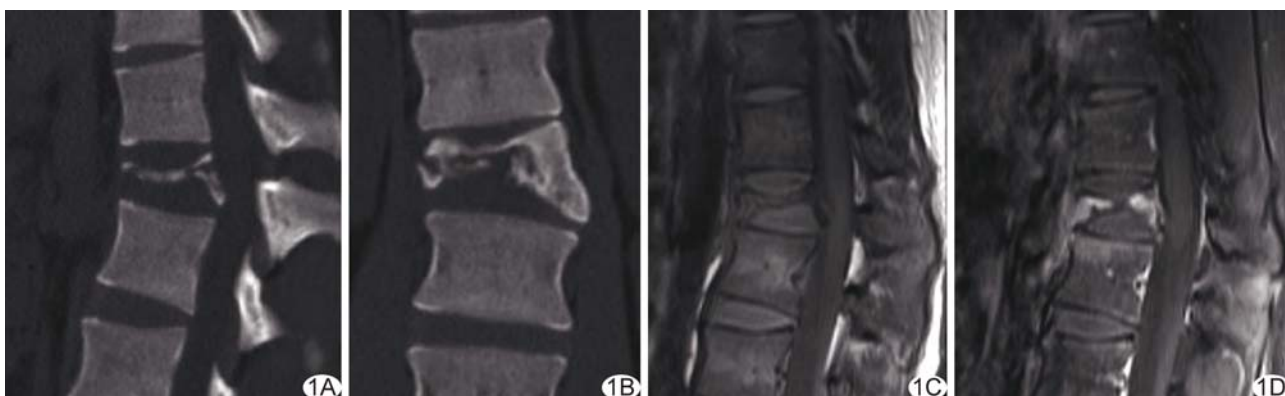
患者男,20 岁,L1 椎体 LCH 合并椎体压缩 A.矢状位 CT 重建示 L1 椎体骨质破坏,椎体明显压缩变扁;B.冠状位重建示椎体右半溶骨性骨质破坏,骨破坏边缘可见硬化边及骨质硬化;C. T1WI 示 L1 压缩椎体呈等信号,椎间盘信号未见明显异常;D. 增强扫描示 L1 椎体明显强化,L2 椎体上缘及椎旁软组织可见强化
